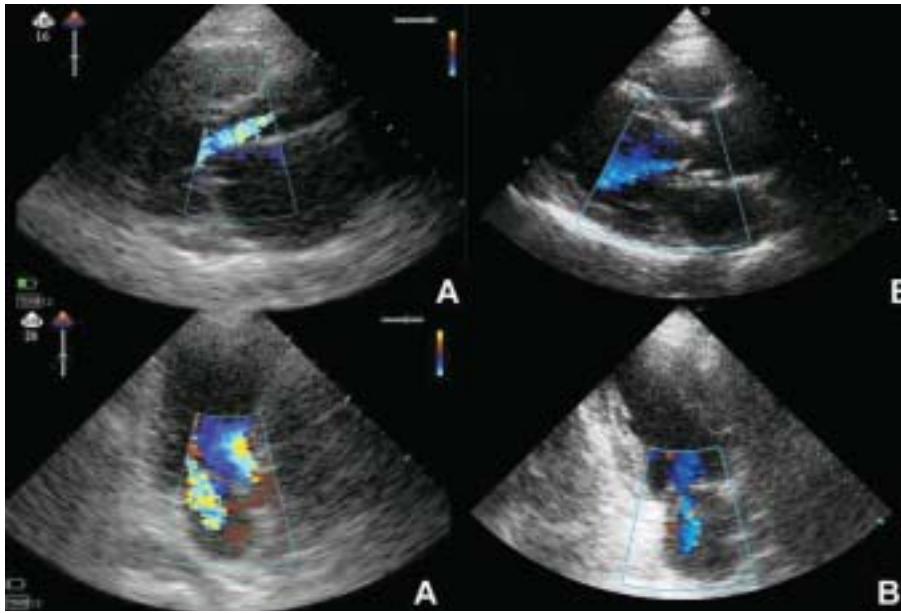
Imágenes correspondientes a casos de insuficiencia aórtica (plano paraesternal en eje largo, arriba) y mitral (plano de 2 cámaras, abajo), obtenidas mediante los 2 sistemas de ecocardiograma: portátil (A) a la izquierda, y estándar (B) a la derecha.
